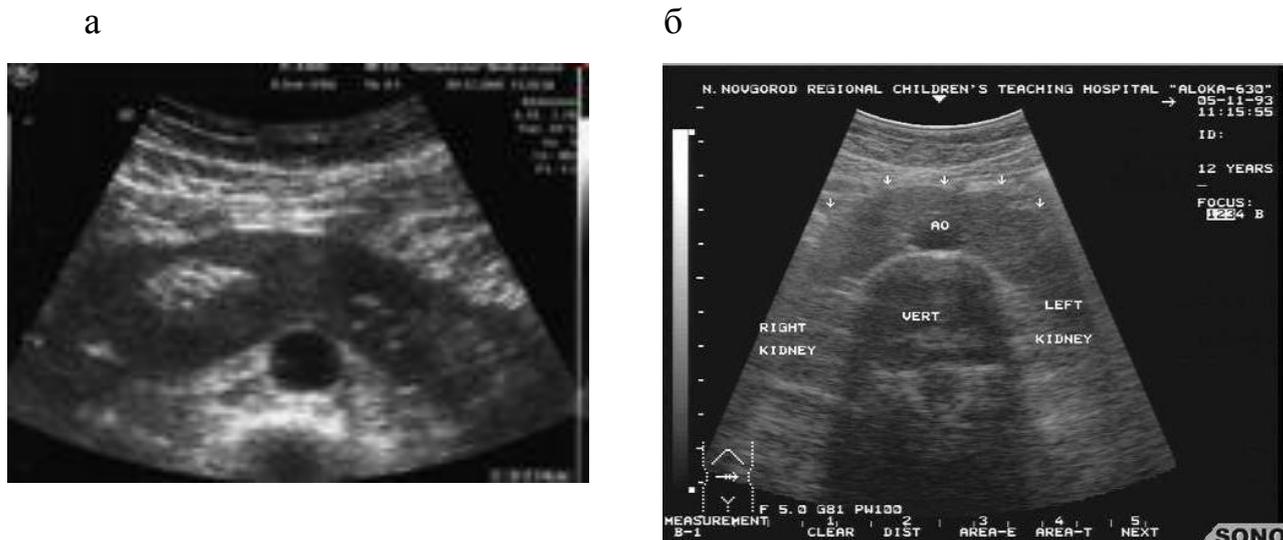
УЗИ подковообразной почки. Визуализируется левая и правая половина почки и перешеек.
